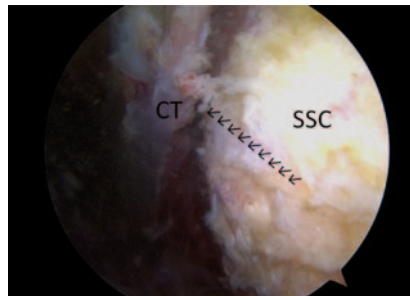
▲ Über das tiefe anterolaterale Portal identifiziert man die Zone für den Split (kleine Pfeile) der Subskapularissehne (SSC). Die „conjoint tendons“ (CT) liegen ventral
